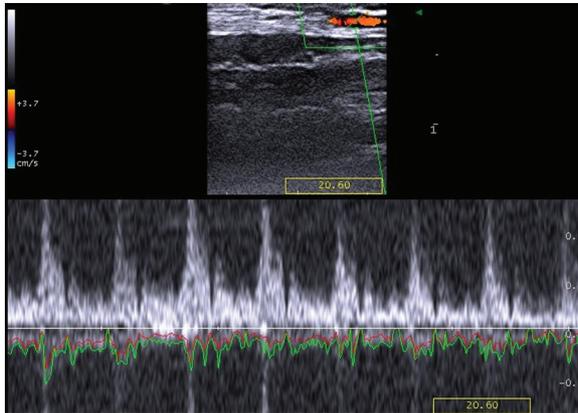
Doppler espectral.
